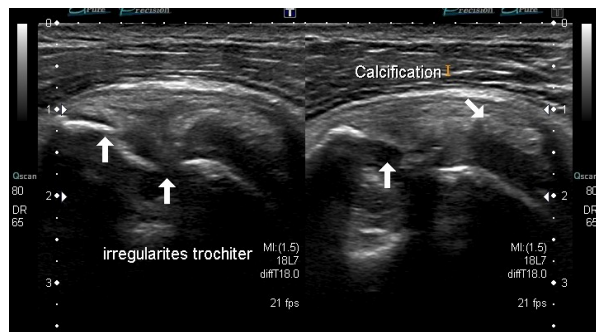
aspect échographique de migration intra-osseuse d'une calcification avec importantes érosions osseuses en regard de l'insertion distale du supra-épineux en coupe frontale
